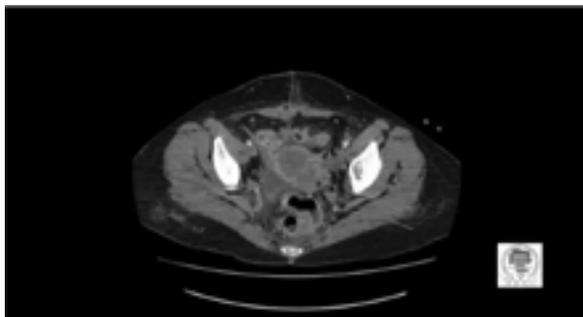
Компьютерная томография пациентки с раком шейки матки (стрелками указана локализация опухоли)
